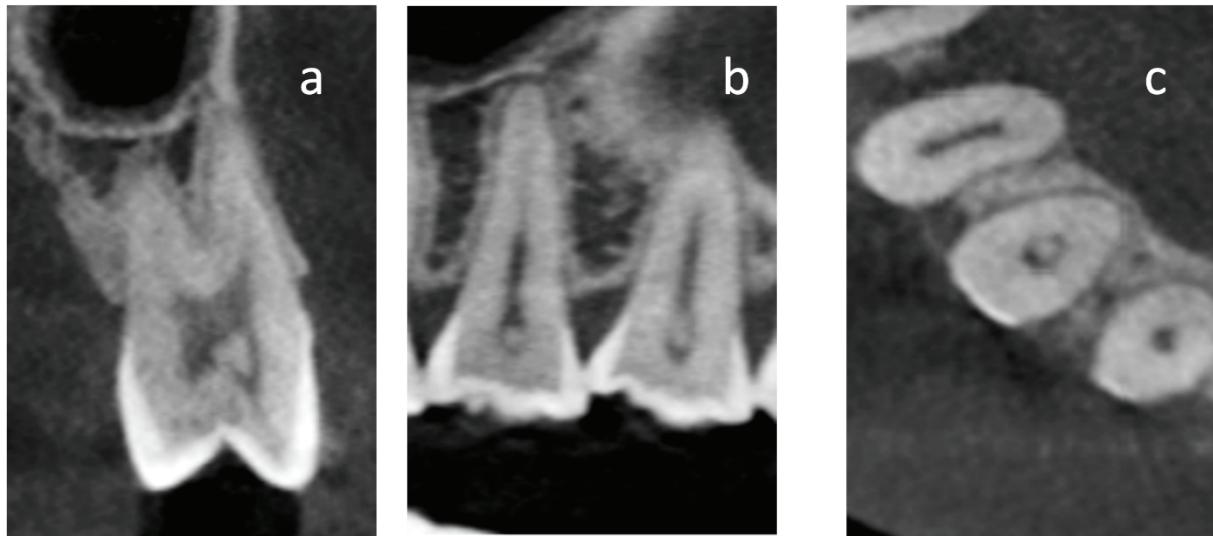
Teeth with pulp stones on different sections of cone-beam computed tomography (CBCT). (a) Coronal CBCT section of the maxillary first molar. (B) Sagittal CBCT section of maxillary premolars c) Axial CBCT section of incisors
